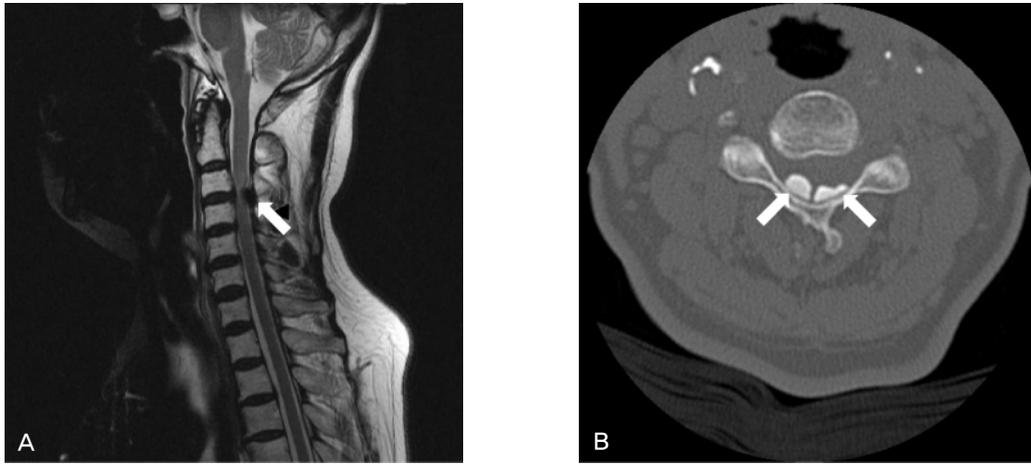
Radiologic findings of cervical spine. (A) Cervical spine MRI. Sagittal T2-weighted image at C3-C4 level showed thickened ligamentum flavum with spinal cord compression (arrow). (B) Cervical spine axial CT scan bone window showed two oval masses of high density (arrows) projecting into the spinal canal and hypertrophic ligamentum flavum.
